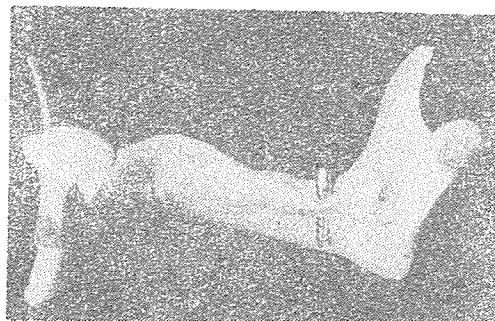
방사선상은 3차 원적인 것이 아니기 때문에 매식 부위를 방사선 상으로 판단하는 것은 반드시 적당하지는 않다. mylohyoid ridge 밑의 lingual plate를 천공시킨 tap.
